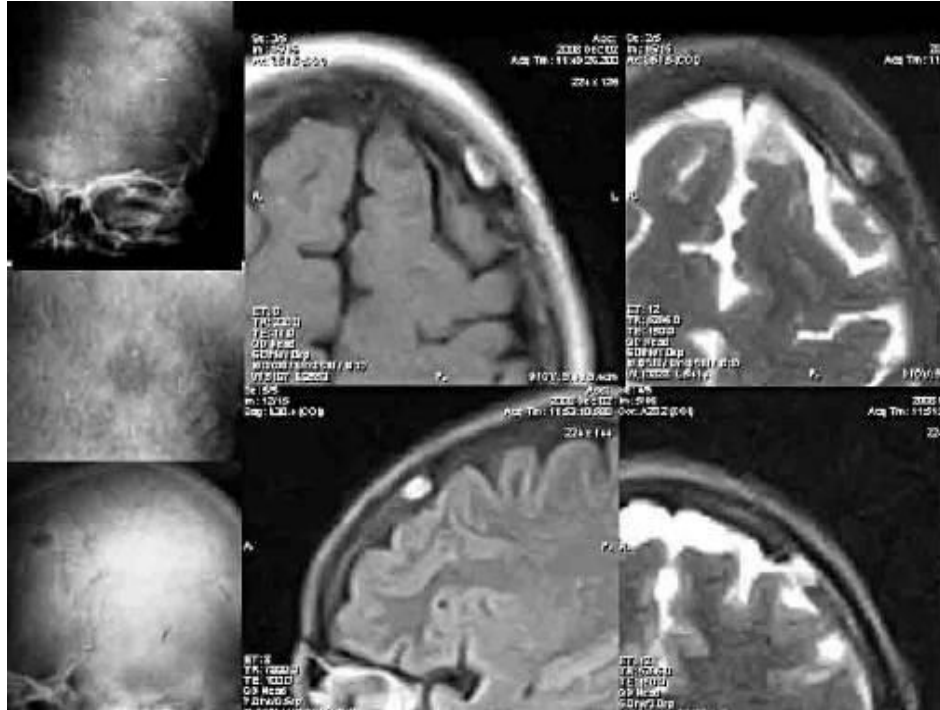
Кавернозна гемангіома. Рентгенограми черепа в прямій і бічній проекціях, МРТ T1-, T233 в аксіальній і сагітальній площинах – у лобовій кістці визначається обмежений кістковий дефект із дрібнофестончатими контурами, що має переважно комірчасту структуру. На T1 і T2 33 вогнище характеризується інтенсивним сигналом.
